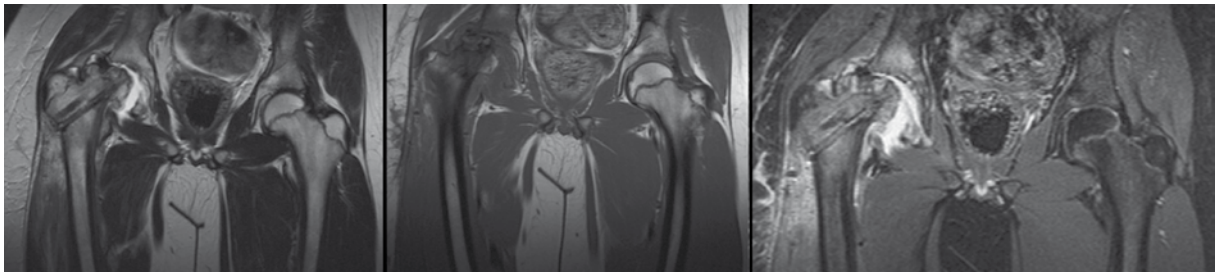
Ressonância magnética aos 18 meses pós-operatório – observa-se osteonecrose da cabeça femoral direita..
